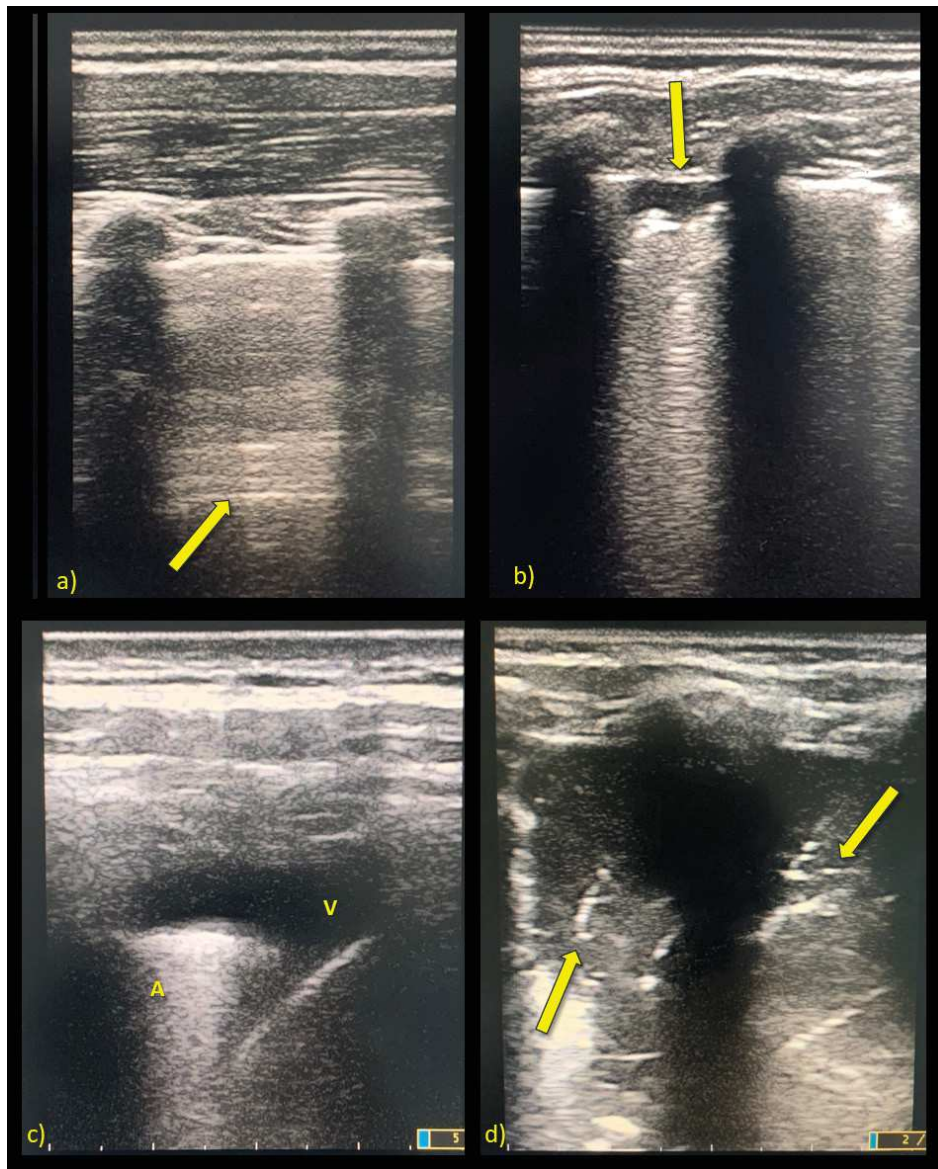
Esempi di immagini ecografiche del polmone. A) Parenchima polmonare normale con linee A (indicate dalla freccia) e due coni d'ombra proiettati dalle coste. B) Piccolo addensamento ipoecogeno subpleurico. C) Addensamento polmonare iperecogeno (A) con versamento pleurico consensuale, tipicamente anecogeno (V). D) Le frecce indicano i broncogrammi aerei nel contesto di un addensamento polmonare.
